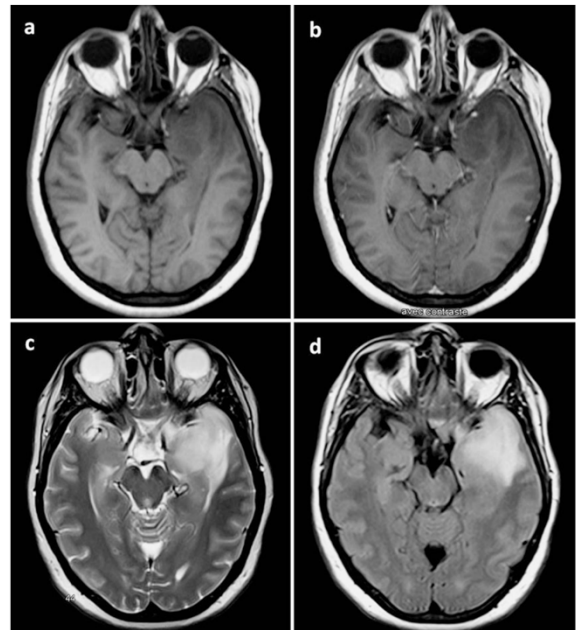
Axial brain T1-weighted MR images before (a) and after (b) gadolinium administration, T2-weighted image (c), and FLAIR sequence (d) showing characteristic changes in the *left* temporal lobe consistent with herpesviral encephalitis
